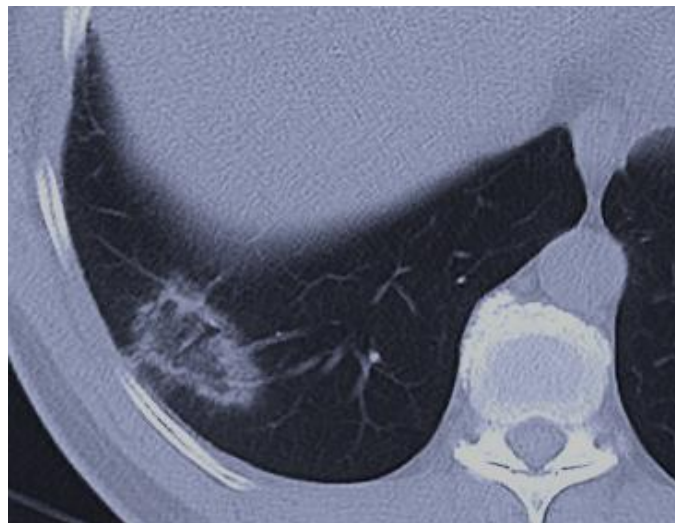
Tomografía de tórax en la que se aprecia área de vidrio delustardo, rodeada de un área de mayor densidad, signo de halo inverso, hallazgo poco frecuente en neumonía por COVID.
